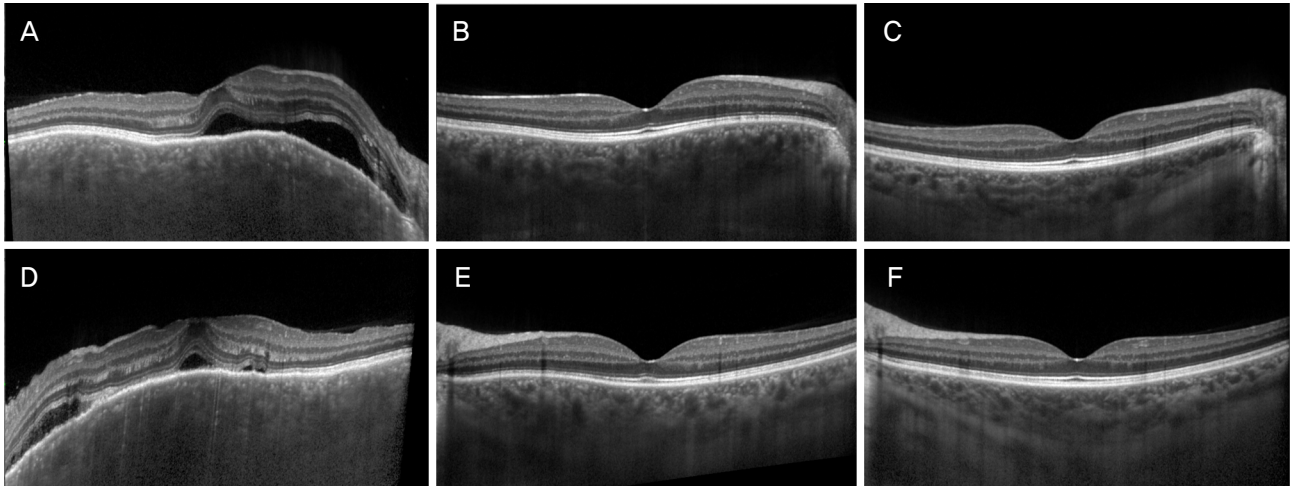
Optical coherence tomography (OCT) serial images obtained from case 8 of non-recurrent group. Left column (A-C) was OCT images of right eye, right column (E, F) was OCT images of left eye. (A, D) Serous retinal fluid (SRF) and choroidal thickening was observed at pretreatment state in both eyes. (B, E) SRF was subsided and choroidal thickness was decreased after high-dose intravenous steroid treatment. (C, F) OCT images after 24 weeks of high-dose intravenous steroid treatment. There was no recurrence during oral steroid tapering in both eye.
